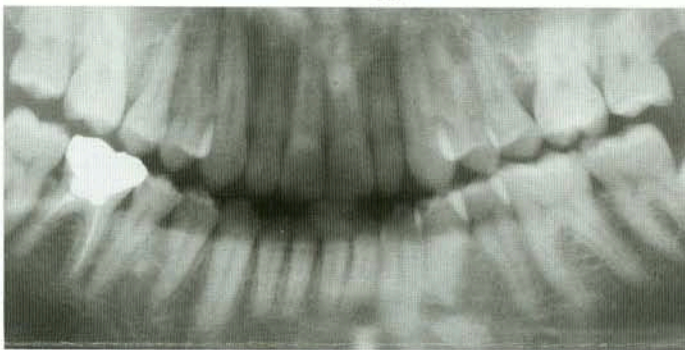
Radiographie panoramique après traitement.
